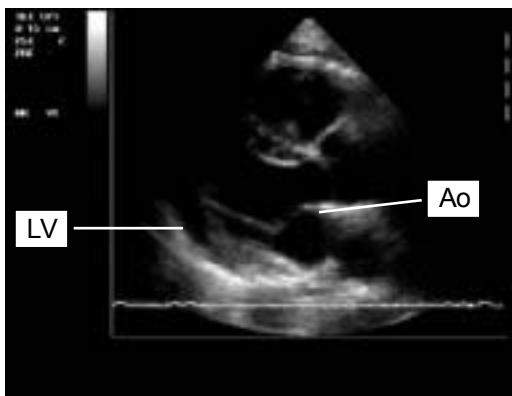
Данные эхокардиографии больного М., проведенной в 1-е сутки после операции.
